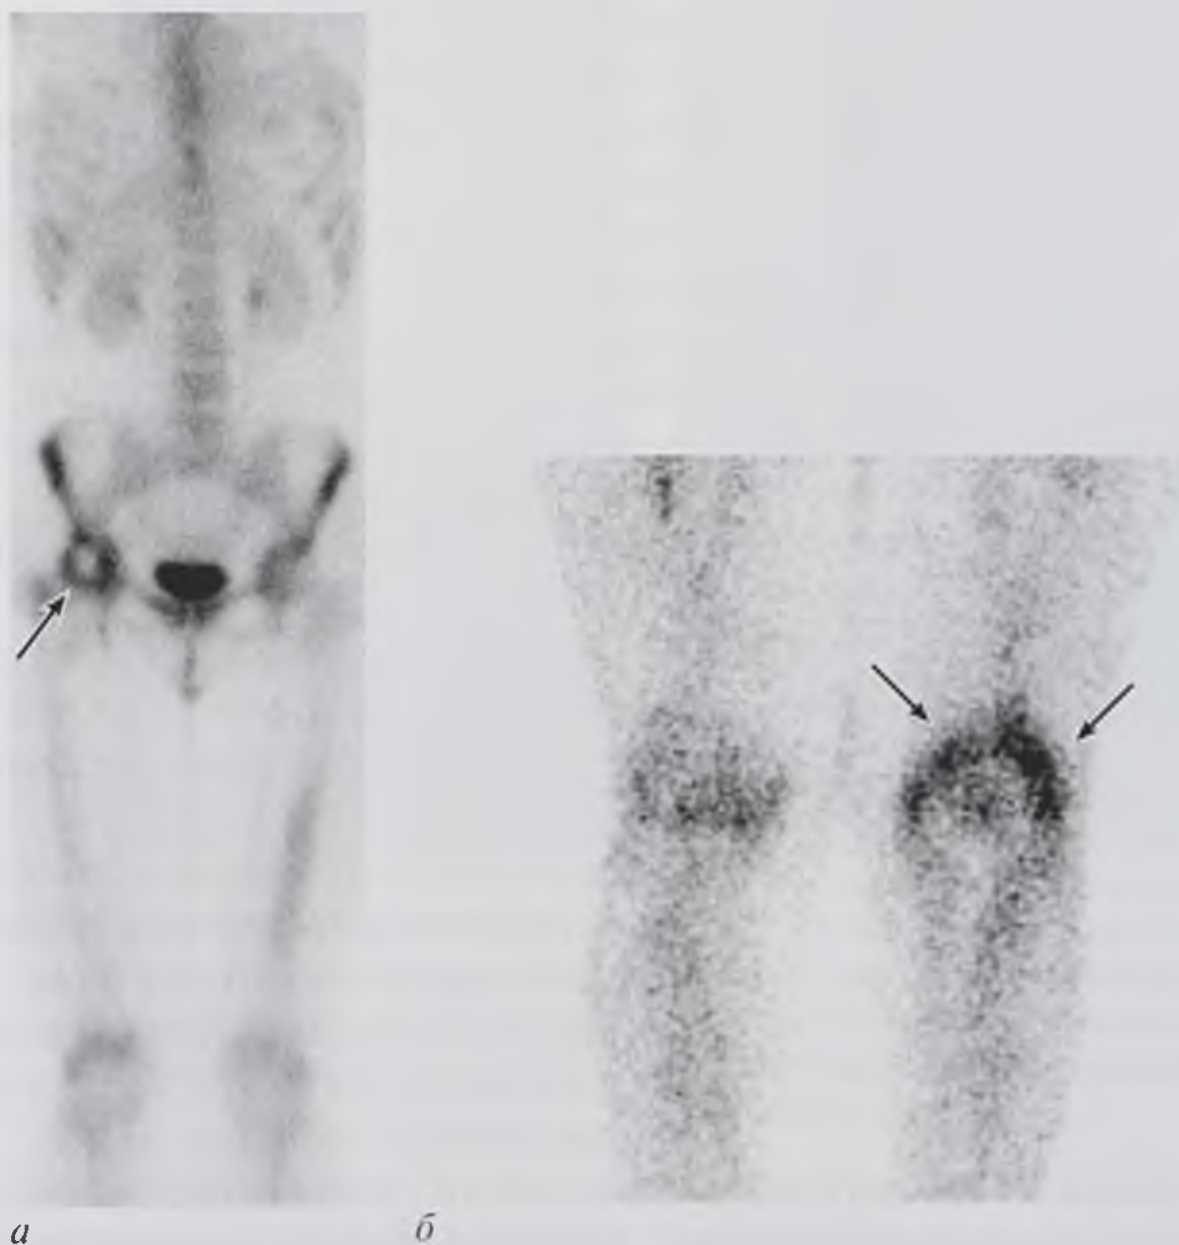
Статические сцинтиграммы: *а* — скелета, очаг пониженного накопления радиофармацевтического препарата (РФП) в области головки правой бедренной кости (стрелка), окруженный кольцевидным повышенным накоплением РФП («холодный очаг») при асептическом некрозе головки бедренной кости; *б* — костей нижних конечностей, очаг повышенного накопления РФП в области дистального метаэпифиза бедренной кости («горячий очаг», стрелки) при остром гематогенном остеомиелите
